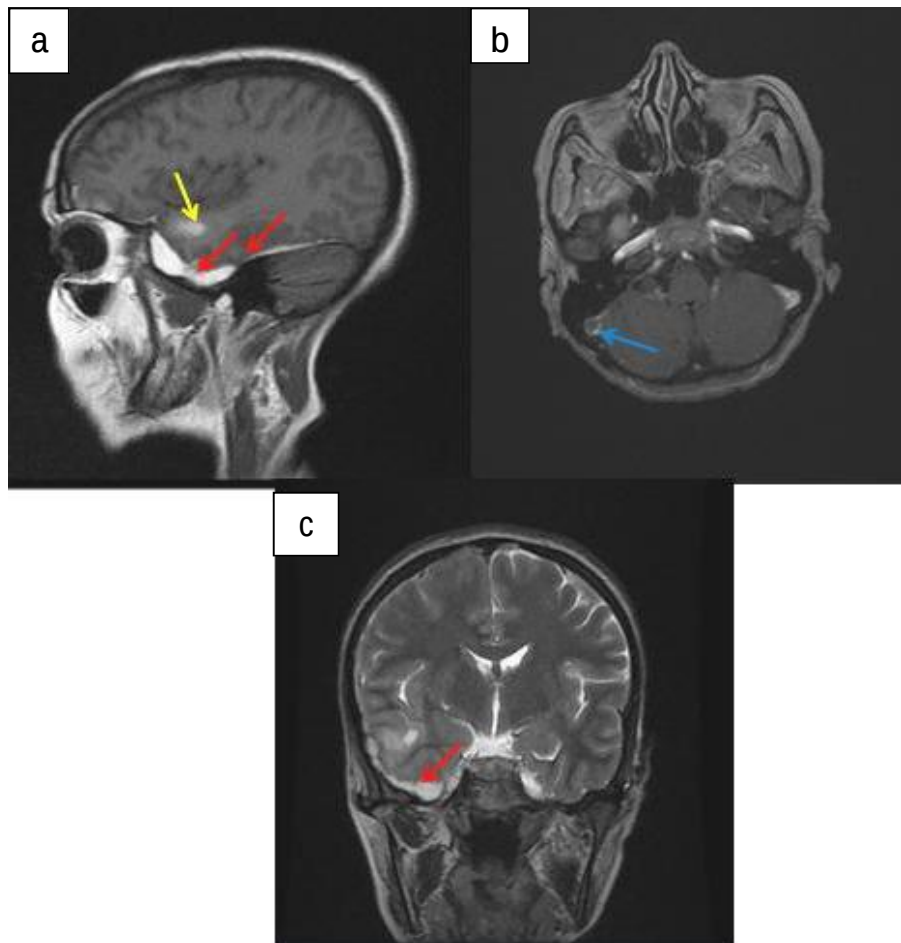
IRM cérébrale montrant la présence d'un hématome sous-dural → apparaissant en hypersignal dans les coupes coronale en séquence T2 (c) et sagittale en séquence FLAIR (a), associé à un infarctus veineux →. La coupe axiale après injection du PDC (b) montre un défaut de rehaussement du sinus latéral droit →.
